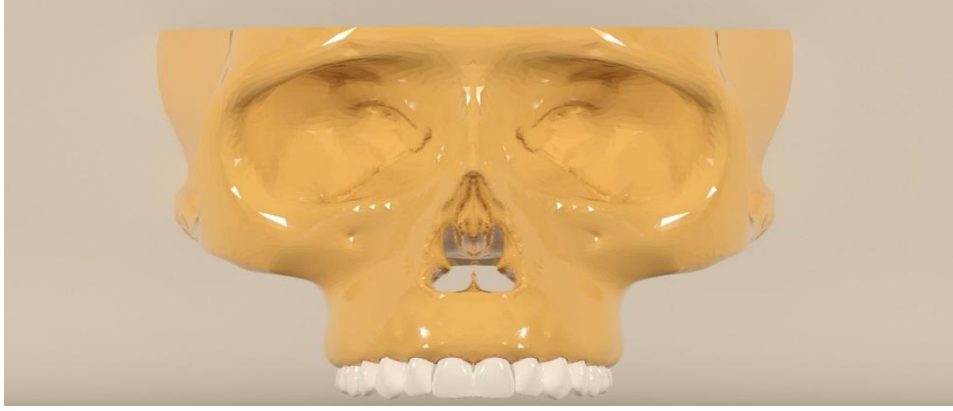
Bilgisayarlı Tomografi'de kesitlerin hazırlanması
